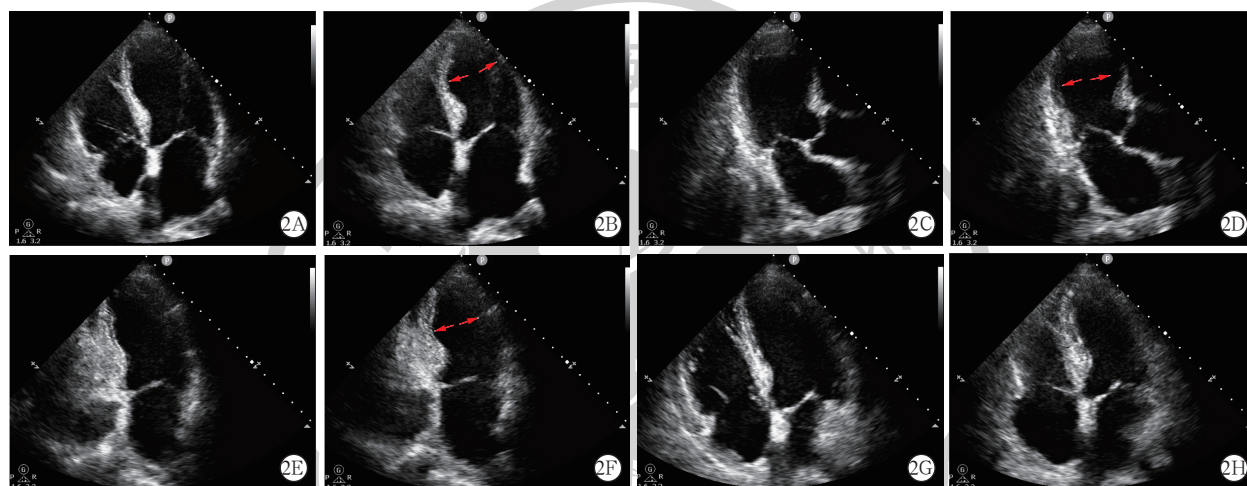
1例67岁男性动脉瘤破裂术后并发神经源性应激性心脏病(NSC)合并急性次大面积肺栓塞患者在NSC急性期与恢复期的不同切面床旁超声心动图表现 A~B分别为NSC急性期心尖四腔心切面舒张末期和收缩末期表现,收缩末期可见左心室心尖近中段收缩力下降并呈球样扩张(红色箭头所示);C~D分别为NSC急性期心尖三腔心切面舒张末期和收缩末期表现,可见局部左心室节段运动障碍(红色箭头所示);E~F分别为NSC急性期心尖两腔心切面舒张末期和收缩末期表现,收缩末期可见心尖近中段扩张表现(红色箭头所示);G~H分别为术后1周(NSC恢复期)心尖四腔心切面舒张期和收缩期表现,可见左心室室壁运动障碍明显改善,收缩末期心尖近中段球样扩张缓解,临床血流动力学趋于平稳
